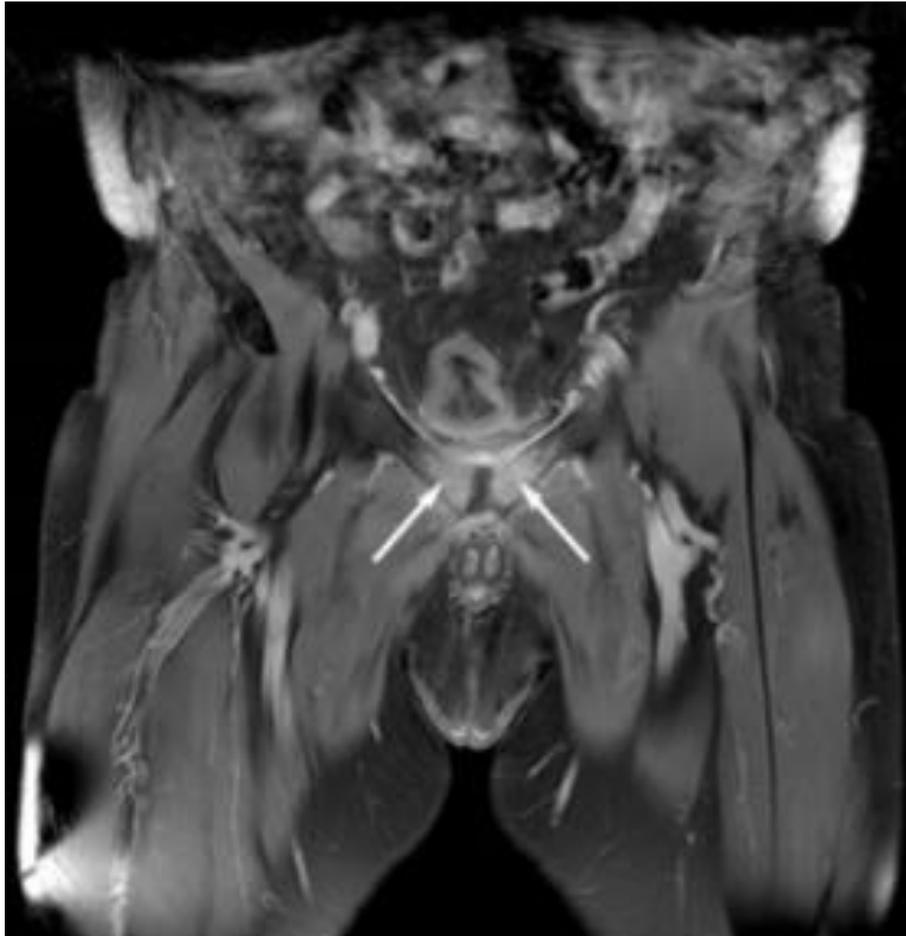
IRM pelvienne en séquence FAT-SAT avec injection de gadolinium (coupe coronale). Importante prise de contraste symétrique des ailes pubiennes évoquant une symphysite pubienne (d'après P.Charles, Revue de Médecine Interne 2011)
